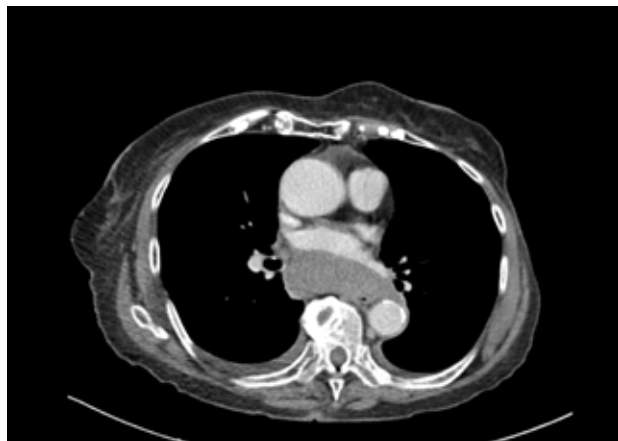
Tomografía computada de tórax contrastada a los 6 días, imagen axial, donde se vuelve a observar la masa mediastínica, que no capta yodo, de discreto menor tamaño respecto del examen previo.
